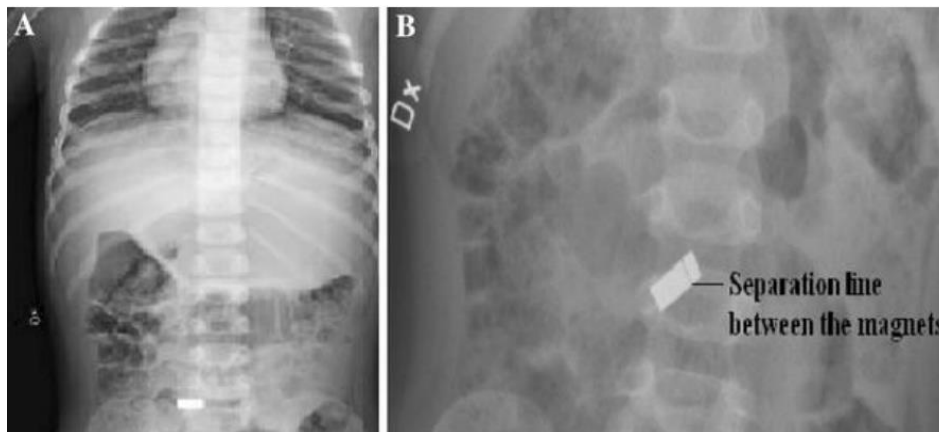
Radiografía de migración de ingesta múltiple de imán. Dos imanes inicialmente juntos que posteriormente se separan durante la migración intestinal. Obtenida tras autorización del autor.
